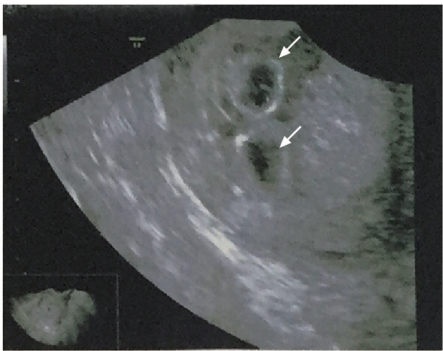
孕 5 周时超声可见宫内两个孕囊（箭头）
